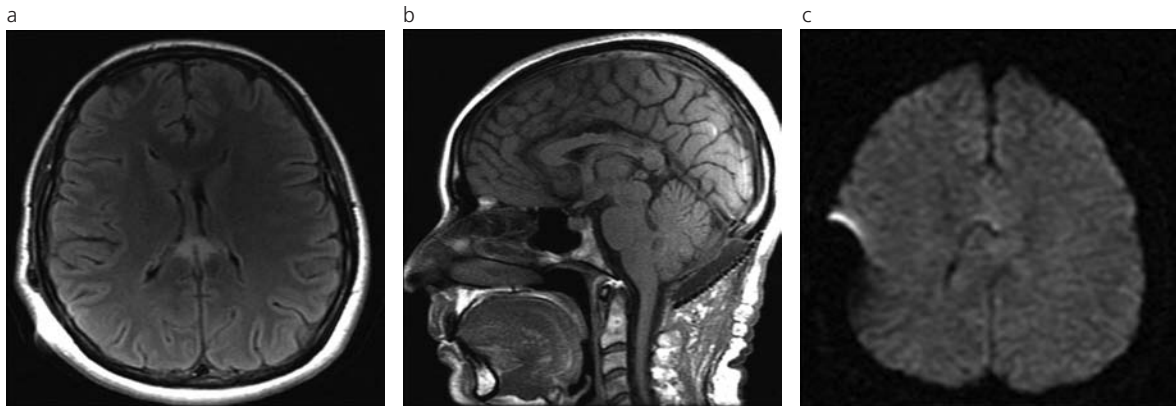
RM cerebral posderivación. (a) Técnica FLAIR en ponderación T2 en el plano transversal, (b) imagen sagital eco de espín en ponderación T1, (c) imagen de difusión: zonas de alta señal en secuencias ponderadas en T2 y de baja señal en secuencias ponderadas en T1 en el cuerpo del cuerpo calloso. Mientras que la imagen en el plano sagital muestra un aumento de volumen del mismo, la secuencia de difusión (c) no muestra alteración en el cuerpo calloso.
